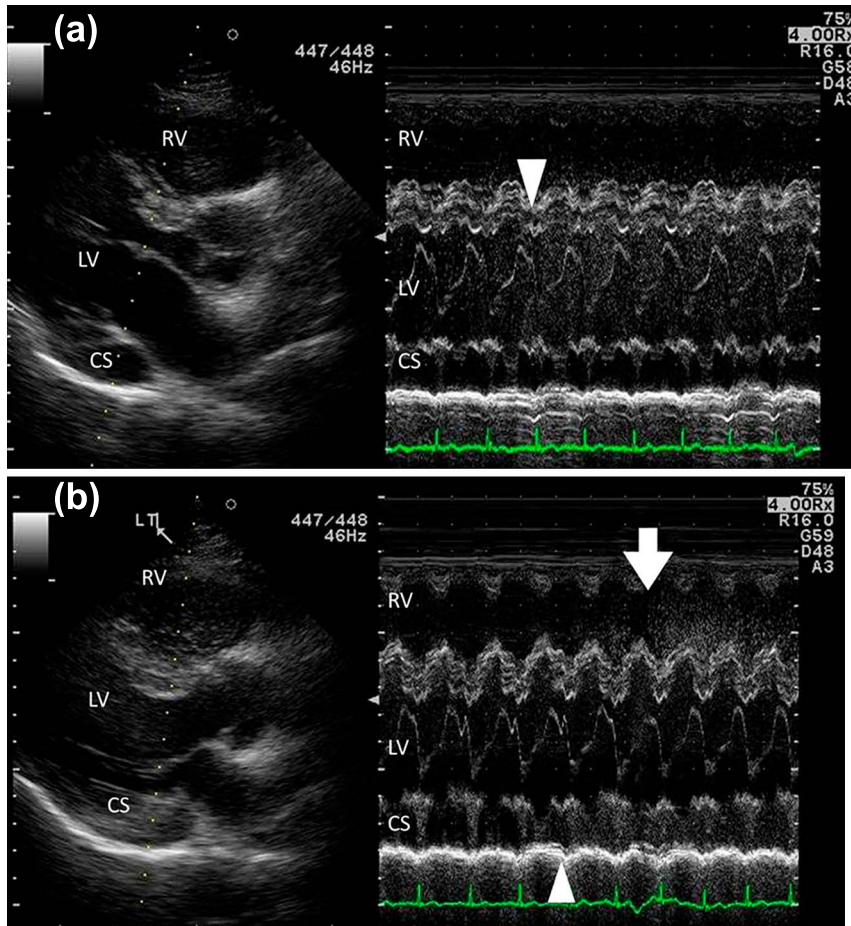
A two-dimensional and M-mode transthoracic echocardiography. (a) A two-dimensional contrast echocardiogram using injection of agitated saline into right brachial vein revealed a prompt appearance of the contrast effect in left atrium. The result of M-mode record was shown in the right, which showed prompt appearance of contrast in left ventricle (LV), because the left atrium was not shown on the M-mode line. (b) Agitated saline was injected into left medial cubital vein. Echo effect detected immediately in coronary sinus (CS) and then in right ventricle (RV) at first.
